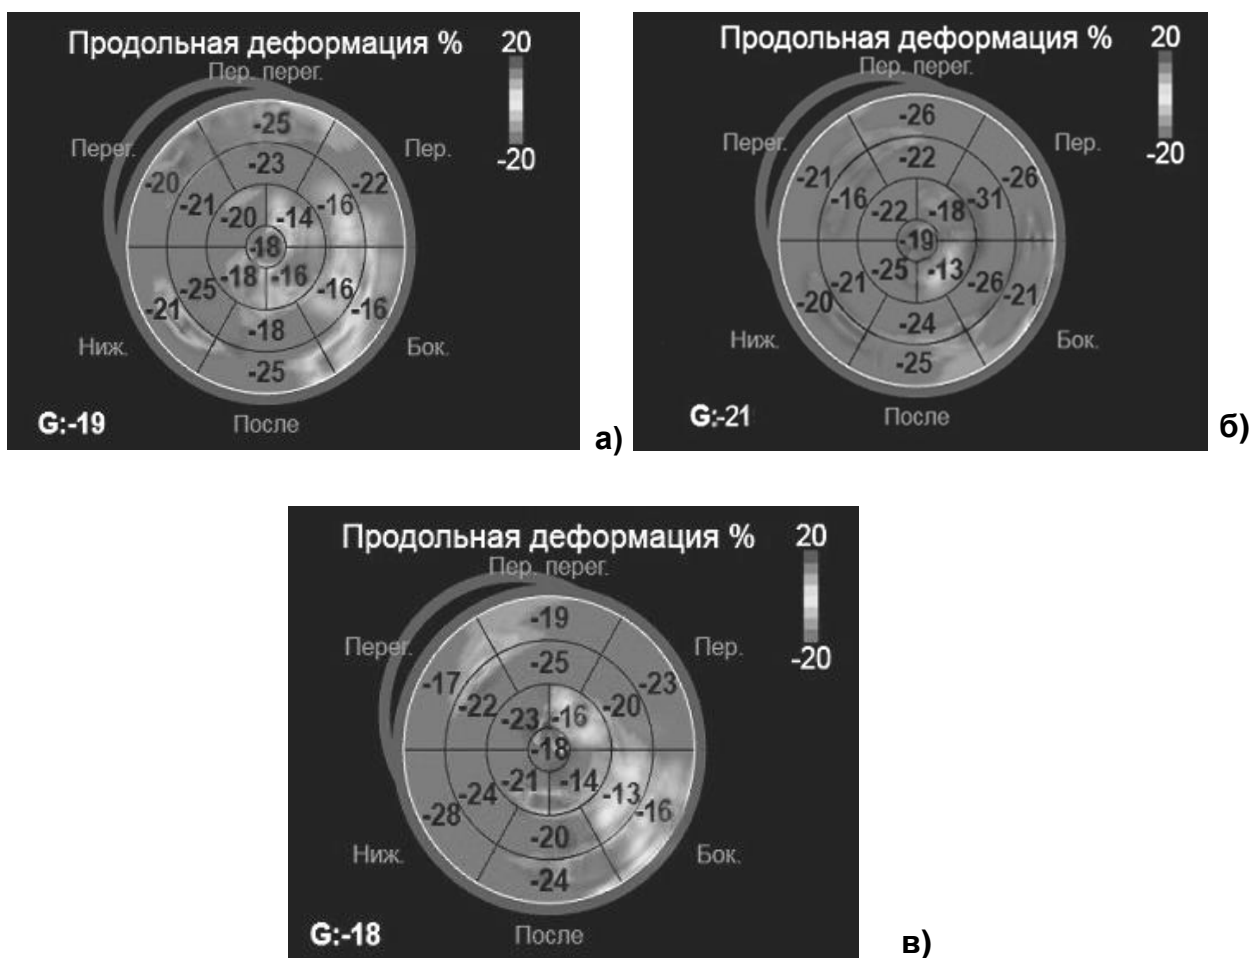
Величины продольной деформации левого желудочка здорового добровольца Б. на трех этапах стресс-эхокардиографии с аденозинтрифосфатом (а – до введения аденозинтрифосфата (первый этап), б) во время введения аденозинтрифосфата (второй этап), в) через 5 минут после окончания введения аденозинтрифосфата (третий этап)) (где G – глобальная продольная деформация левого желудочка) (Пациент Б., мед/карта 1/23-2018)
